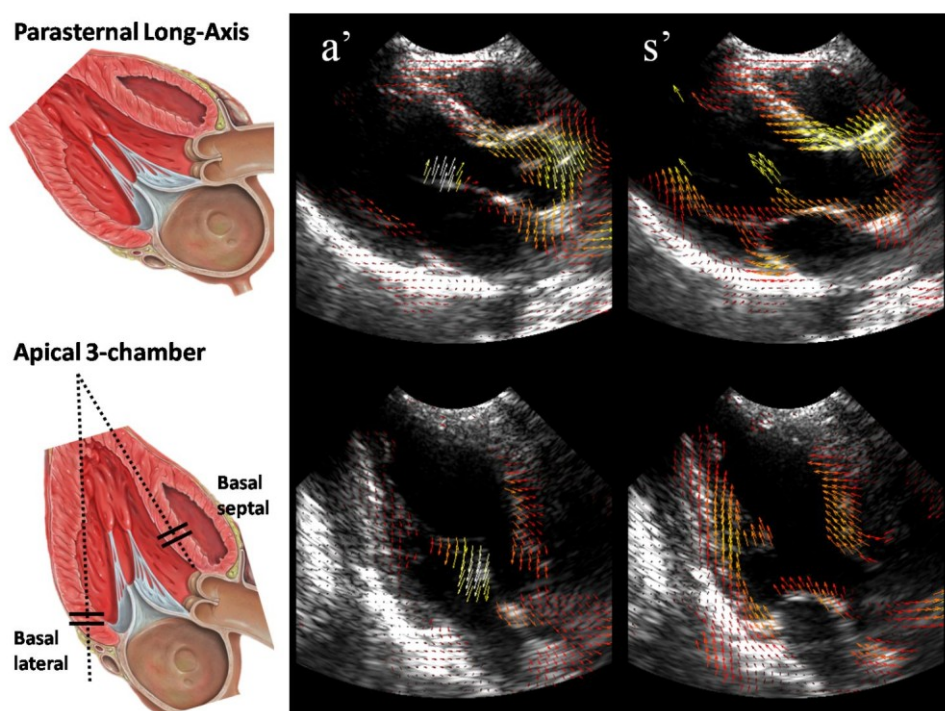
High-frame rate velocity vector imaging cross-validation. The sequence described in this study was tested in the left ventricle parasternal long-axis view (top-row) and apical 3-chamber view (bottom row) of a healthy volunteer. Coherent compounding with motion compensation was applied before velocity vector imaging. Mitral annulus tissue Doppler velocities (basal lateral and septal) were extracted from the apical 3-chamber view and compared with estimated 2D velocities, from both apical 3-chamber and parasternal long axis views (see Figure 8-4). Middle and left panel display VVI overlay on B-mode images at peak a'-wave (atrial contraction) and s'-wave respectively (peak systole).
